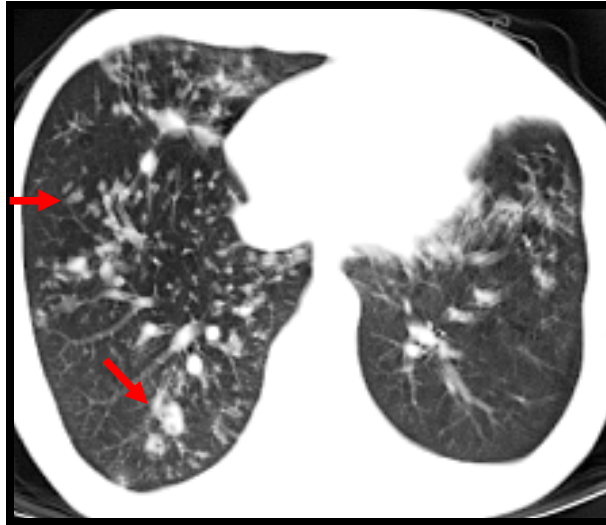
(cas N°12) : TDM thoracique en coupe axiale, fenêtre parenchymateuse : Micronodules en fleurs de mimosa et nodules acinaires intéressant les deux lobes inférieurs.
